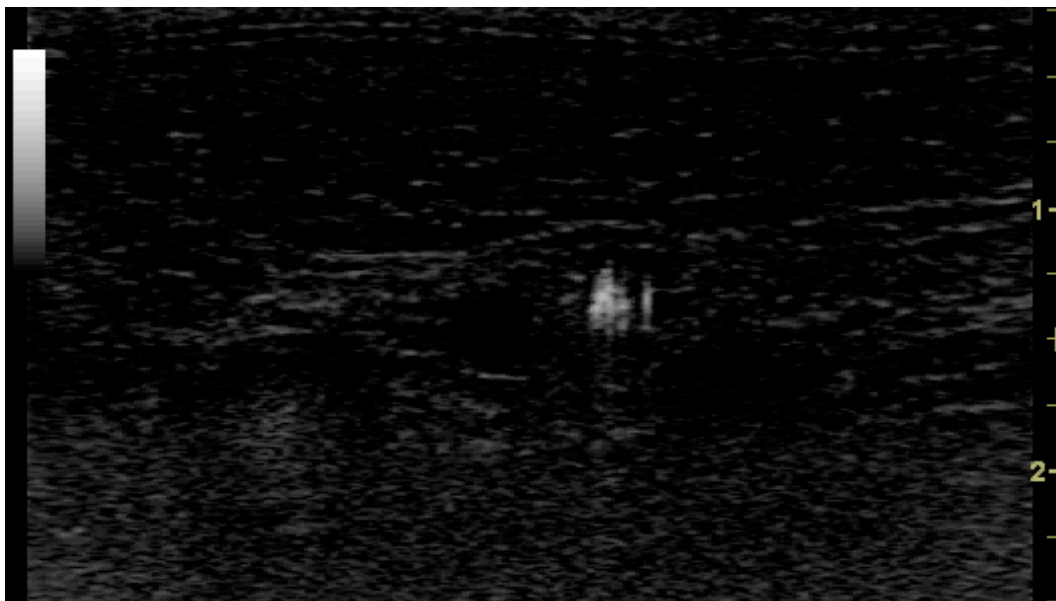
A-B-C-D. Nodulo che non presenta caratteristiche di sospetto all'esame US *B-mode* e al *color-Doppler*, mentre risulta positivo all'BFI.
